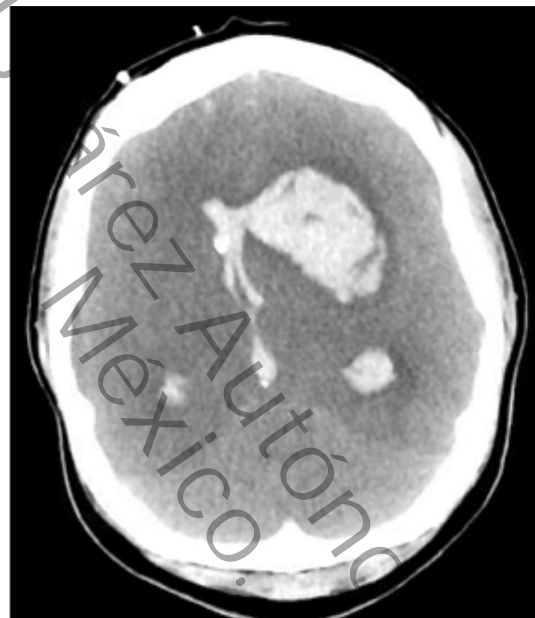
Tomografía computarizada de cráneo en la cual se observa edema cerebral y hemorragia intraventricular.²³
